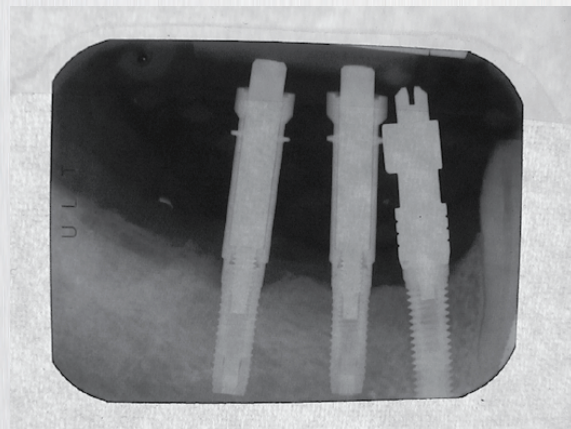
Impression pin x-ray prior to impression taking.
